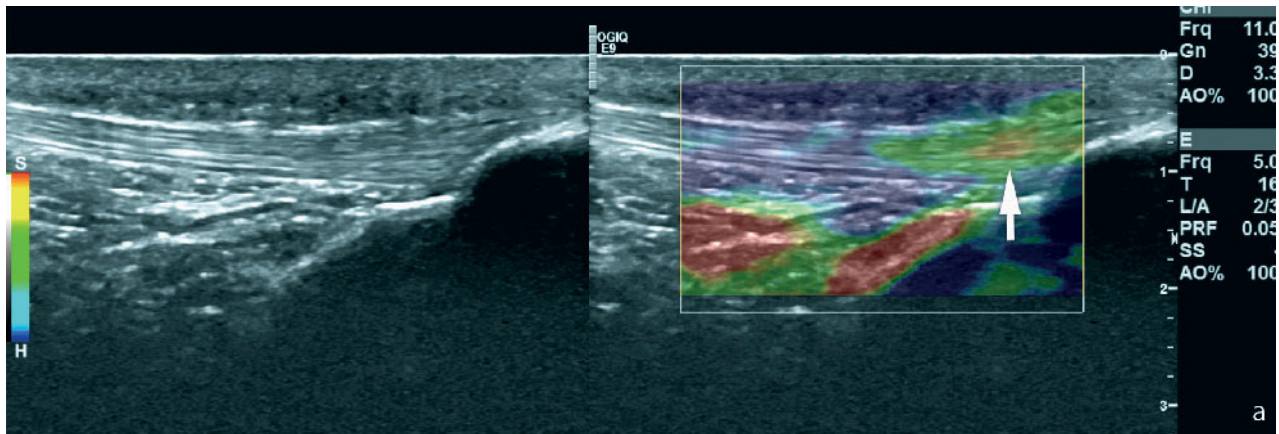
Sonografie der Patellarsehne bei unklaren infrapatellaren Beschwerden – klinisch Zeichen eines distalen Patellarsehnensyndroms. Im B-Bild (links) noch keine erkennbaren Veränderungen, in der Elastografie weichere Bezirke (gelb-rot) in der distalen Patellarsehne (Pfeil).
